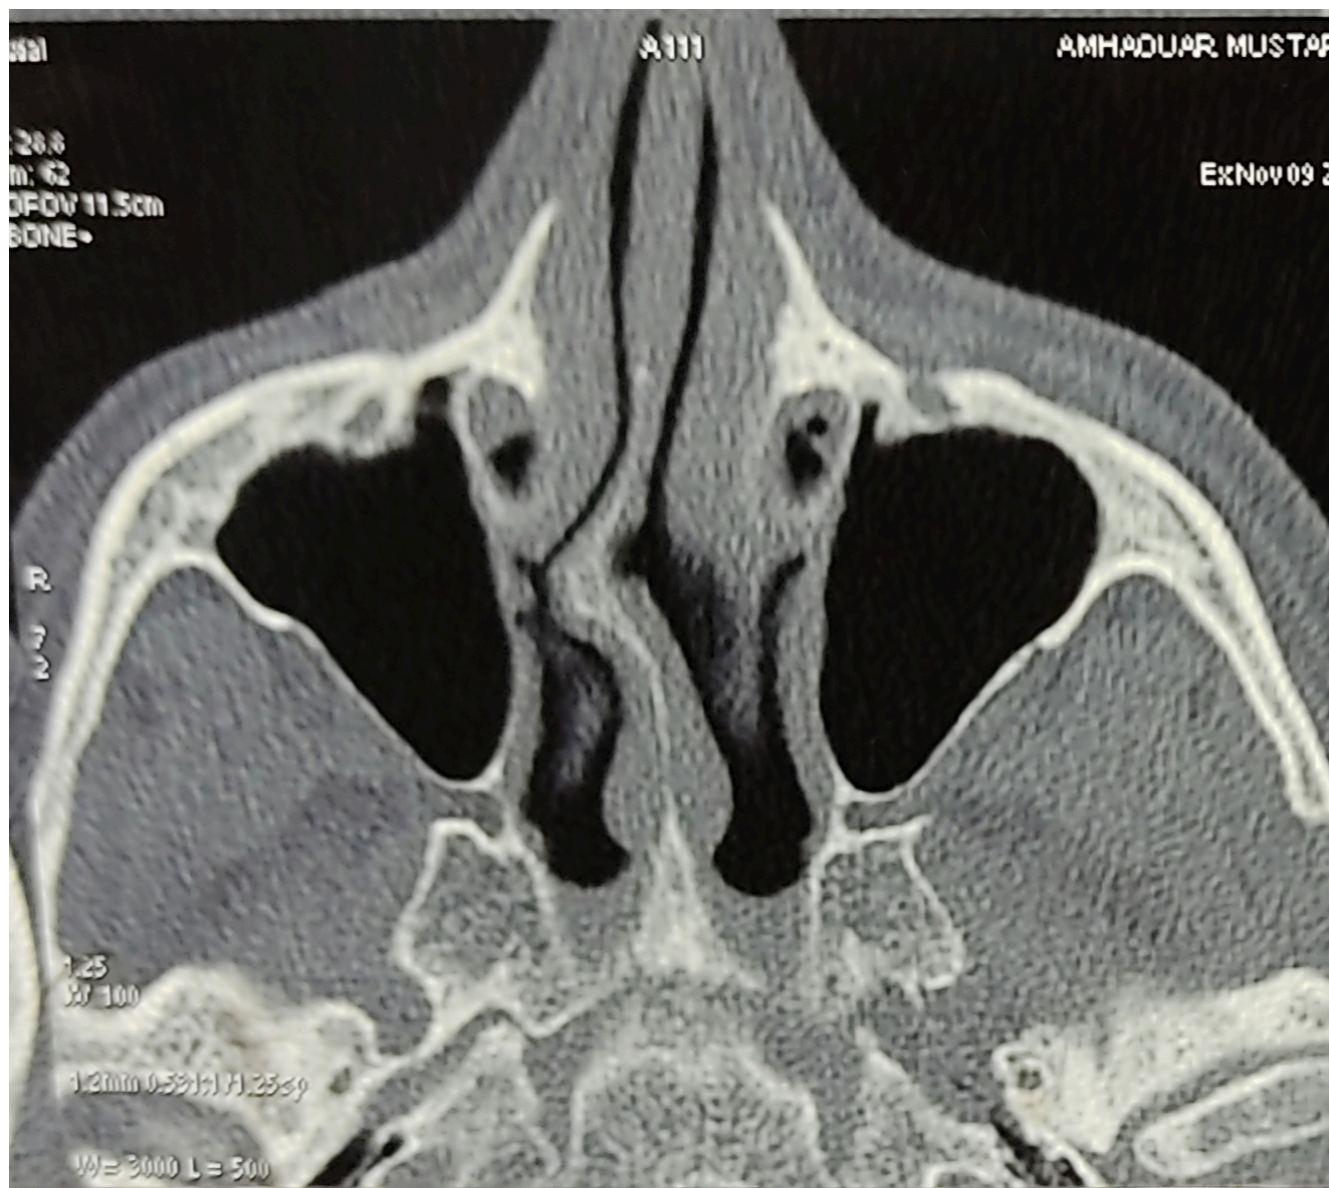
Image TDM coupe axiale montrant une déviation septale à droite.
